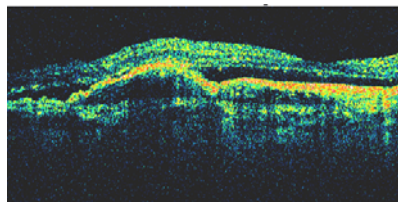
Оптическая когерентная томограмма при ХНВ (острота зрения 0,04)
